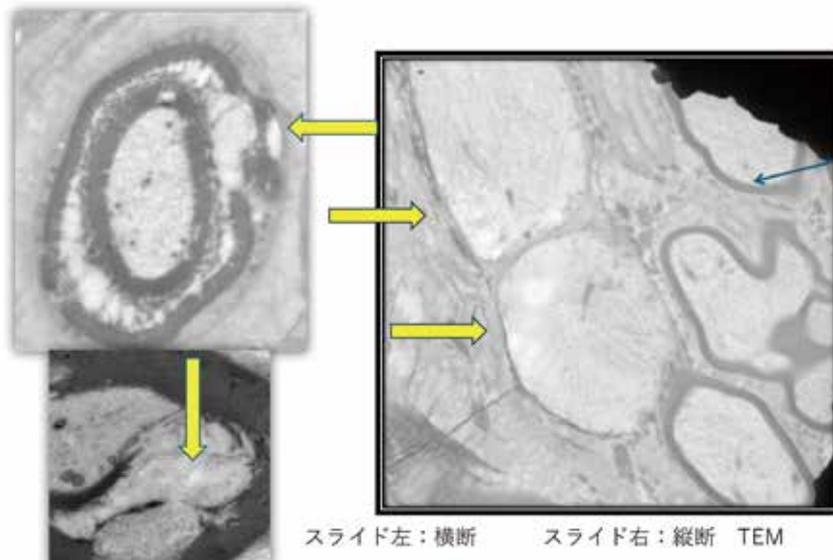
超音波メス 1秒間接触直後の髄鞘損傷を示す。
